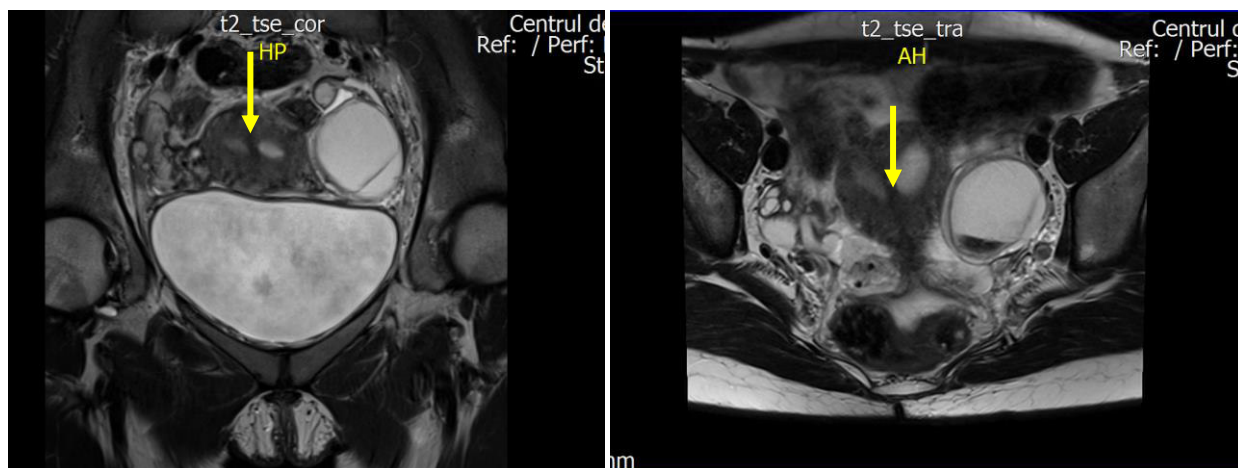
IRM, secvența în ponderație T2, plan coronal, uter septat parțial, clasa U2aC0V0, semnalul izointens cu miometru a septului uterin în 1/3 proximală (→), endometriom în 1/3 medie (→), endometriom ovarian pe stânga Fig.3.10. IRM, secvența în ponderație T2, plan axial, uter septat parțial, clasa U2aC0V0, semnalul izointens cu miometru septului uterin în 1/3 proximală (→), endometriom în 1/3 medie (→), endometriom ovarian pe stânga
